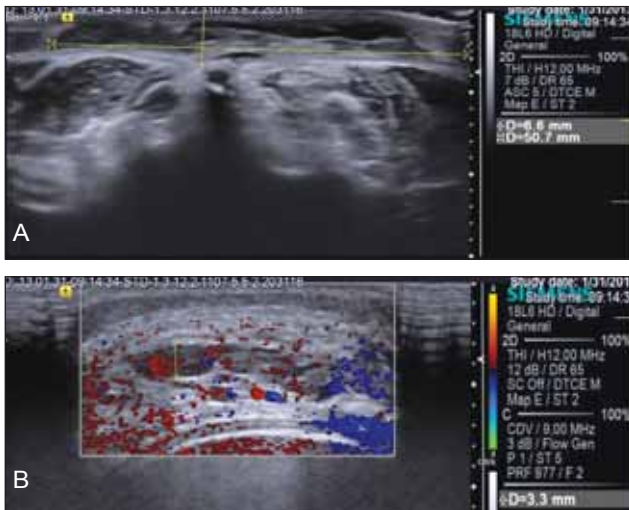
(A și B). Examen ultrasonografic la vârsta de 3 săptămâni
